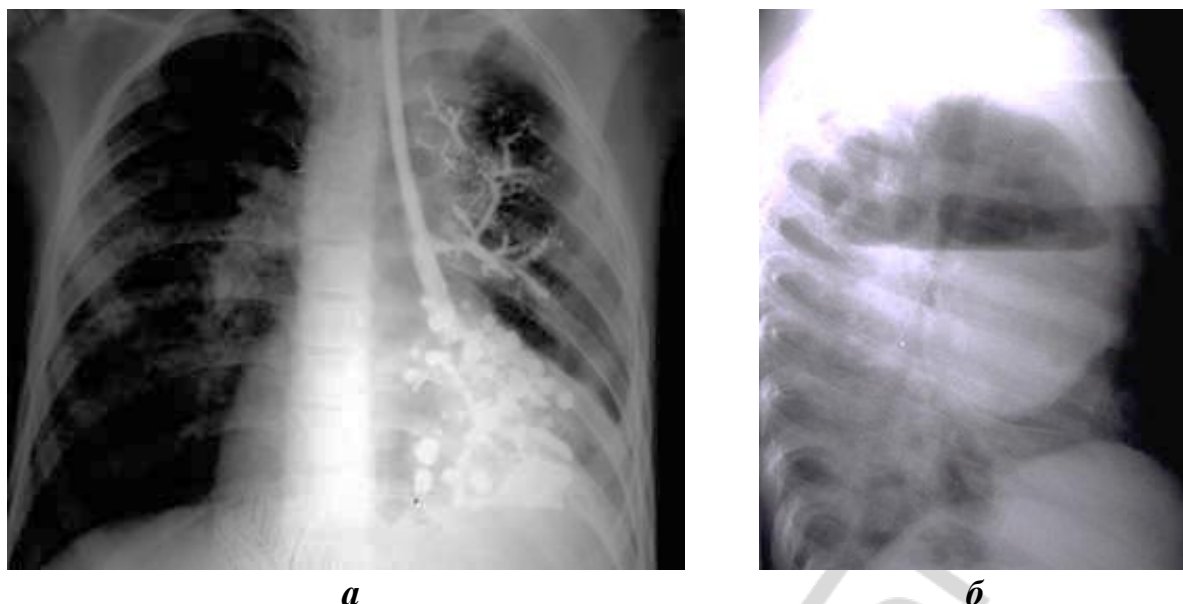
Бронхография левого легкого (а), кистозная гипоплазия нижней доли слева. На боковой рентгенограмме (б) солитарная киста легкого с уровнем жидкости
